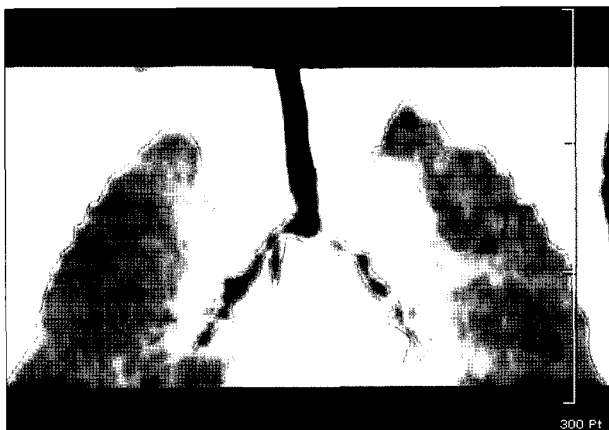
Postoperative chest computer tomographic scan of case 1. Coronal image shows widely patent distal trachea and left main bronchus.
